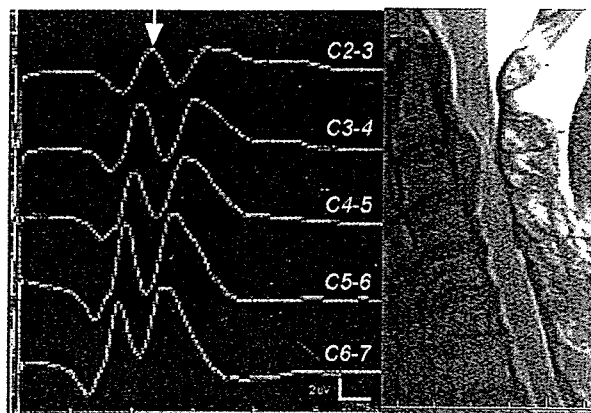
症例 3 : 術中脊髓誘発電位検査 (左) と 術前 MRI 矢状断像 (右)
